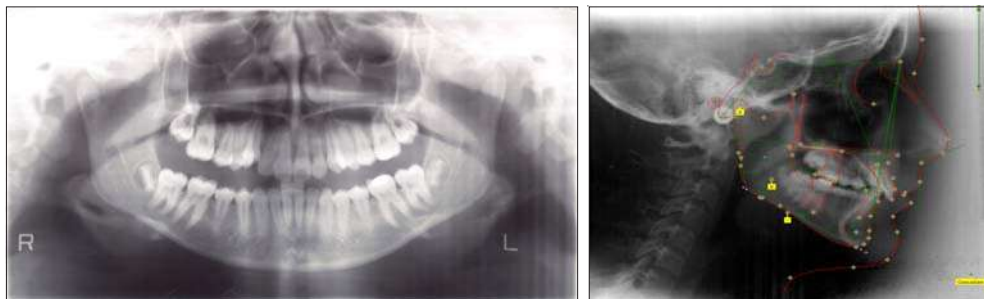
Ортопантограмма и телерентгенграмма до лечения
